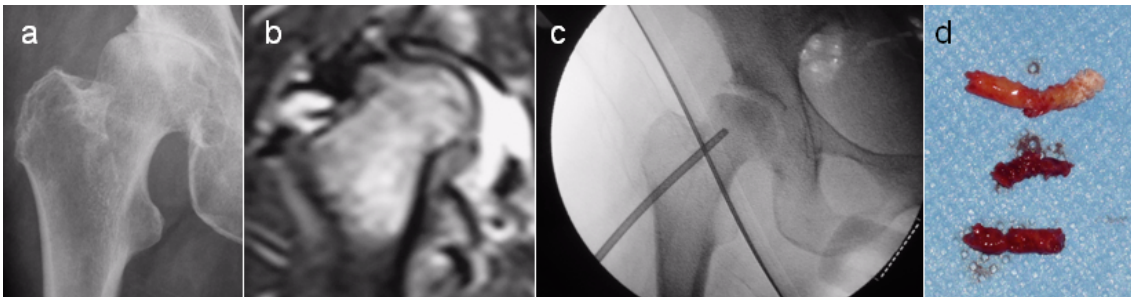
Ejemplo de biopsia cerrada con trócar bajo control con radioscopia en una paciente con antecedentes de cáncer de mama y que resultaría ser una necrosis avascular (Rx simple –a-; RM –b-; control radioscópico del trócar en el cuello del fémur –c-; y cilindros obtenidos –d-).
